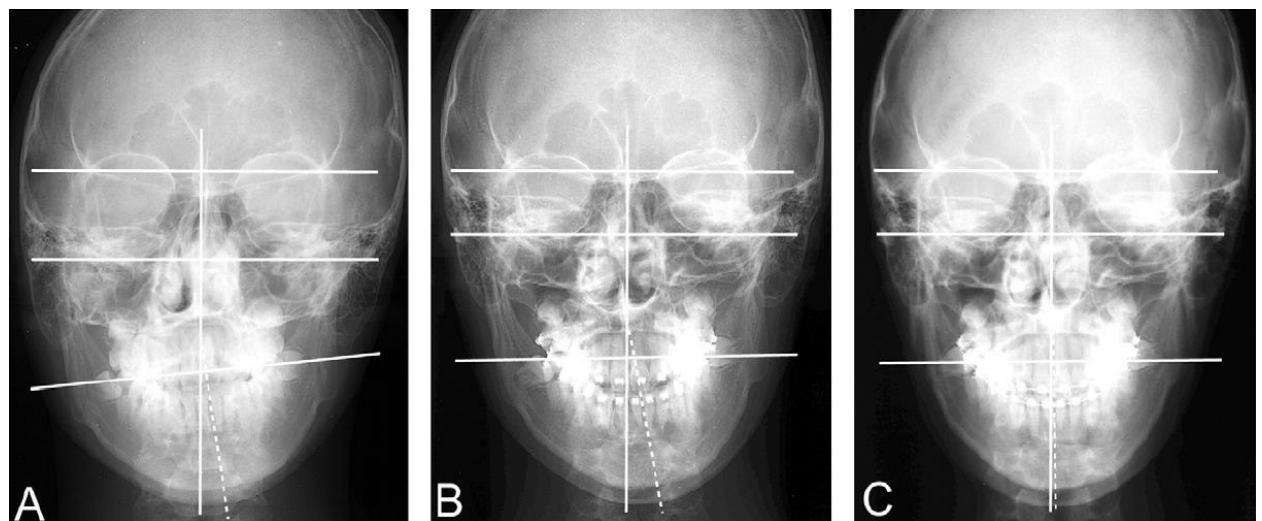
Фронтальная телерентгенограмма, пациент 2. А, До лечения; В, перед хирургией (после интрузии моляров); С, после лечения.
